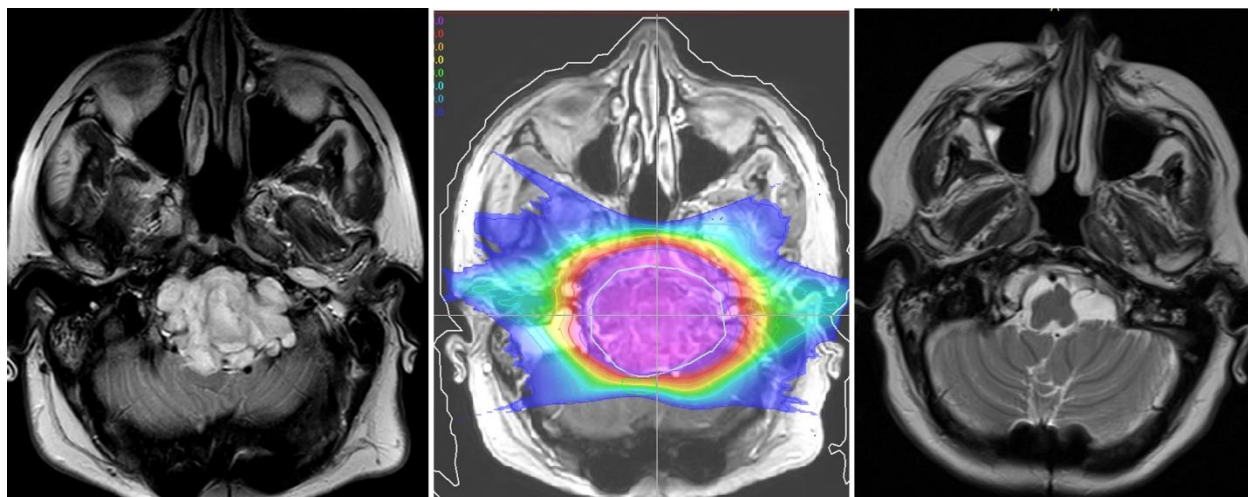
Пример протонной мелкофракционированной терапии хордомы основания черепа: МРТ до лечения (слева), план облучения (в середине) и МРТ через 2 года после – значительная регрессия опухоли
